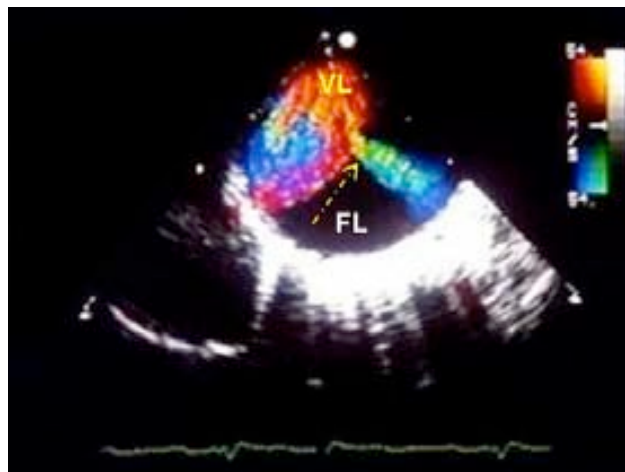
Infarto hepático por compresión del tronco celíaco. A- ETE: corte transversal 0º a nivel del TrC que evidencia compresión severa del ostium por el flap intimal (flecha). Nótese como la FL a gran presión, ocupa la mayor parte de la aorta. B- Con Doppler continuo se detecta un gradiente máximo de hasta 3 m/s. C- La TC helicoidal muestra también una compresión severa del ostium del TrC por el flap intimal. D- A nivel del parénquima hepático se evidencian signos de infarto isquémico (flechas). TrC, tronco celíaco; FL, falsa luz.
